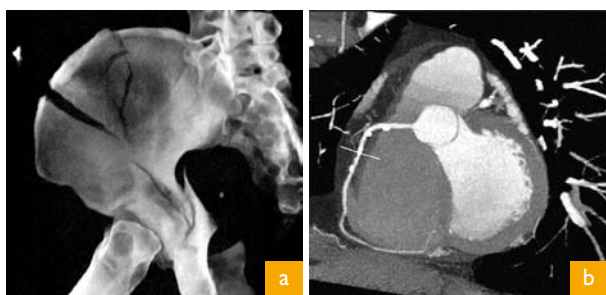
Exemplos de duas aplicações avançadas obtidas por tomografia computadorizada helicoidal multicorte. a) Reconstrução 3D de uma fractura complexa da bacia. b) Exemplo de angiografia coronária que permite a visualização da artéria coronária em toda a sua extensão apenas com recurso a uma injeção intravenosa de contraste numa veia periférica.
